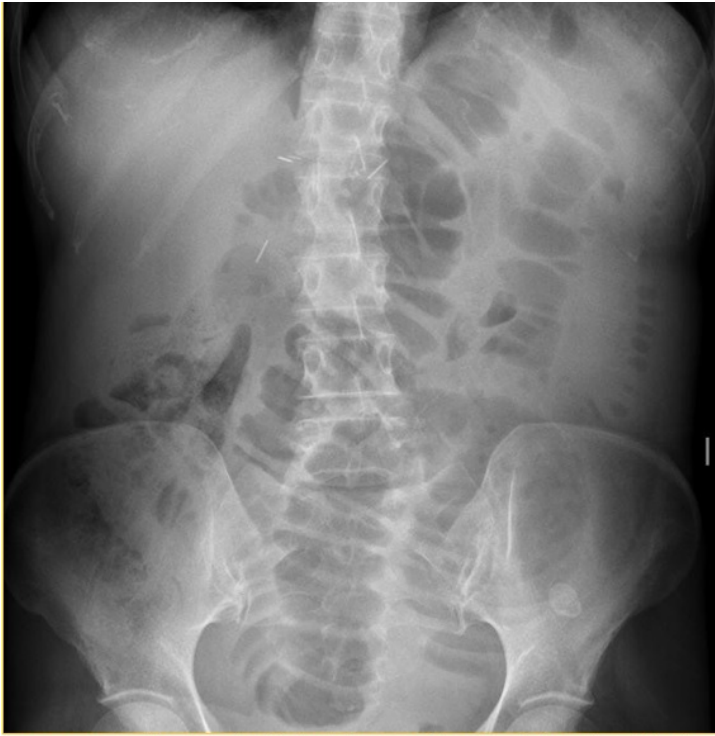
Radiografía simple de abdomen. Dilatación de intestino delgado.
